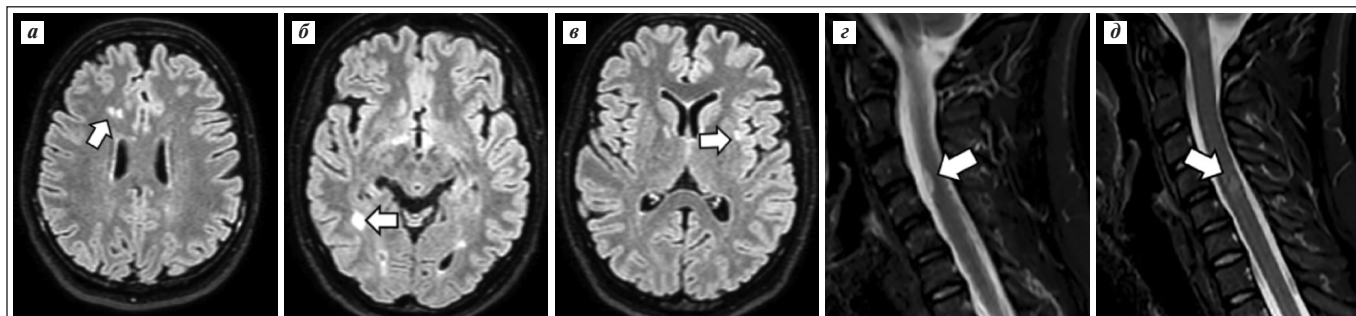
МРТ головного мозга и шейного отдела спинного мозга пациентки К. от 25.11.2024: выявляются новые очаги демиелинизации у переднего рога (а) и заднего рога (б) правого бокового желудочка справа, в островковой доле слева (в), также два коротких очага в шейном отделе спинного мозга (г, д)
